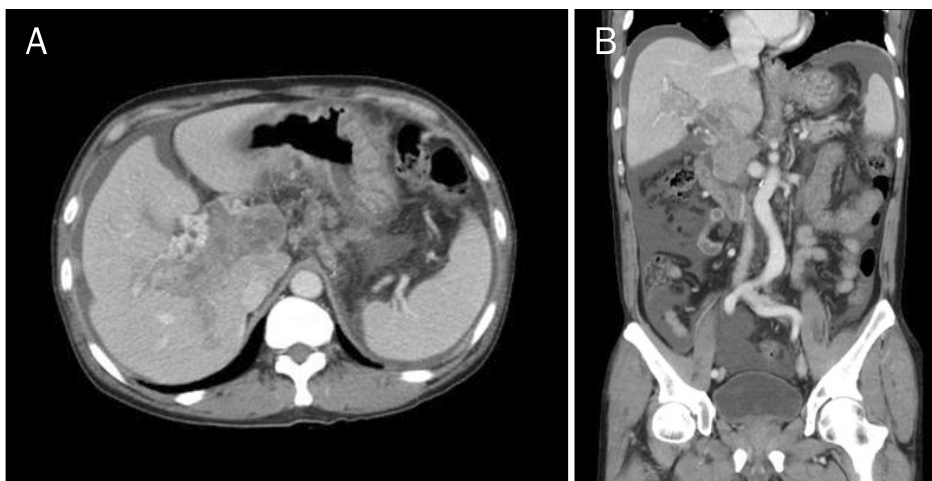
Abdominal CT findings. (A) Axial CT image revealed that heterogeneously enhanced thrombosis with cavernous transformation in the main portal vein was observed in portal phase. (B) There was a large amount of ascites with extensive portal vein thrombosis in coronal CT image.
